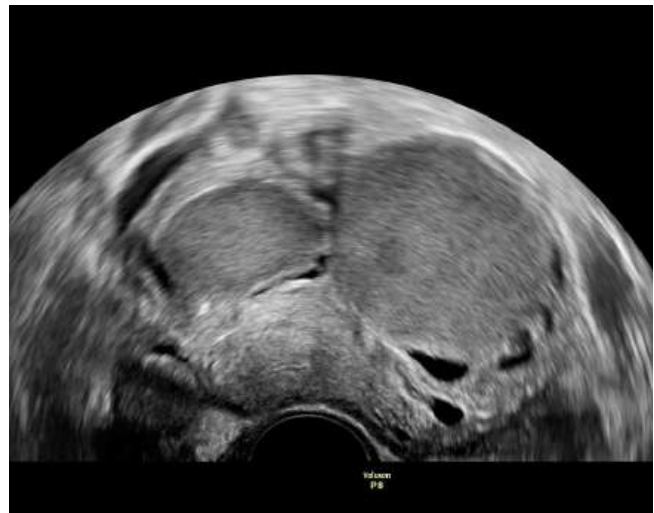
Sonographisches Bild von beidseitigen Endometriosezysten am Ovar (sogenannte Kissing ovaries).
